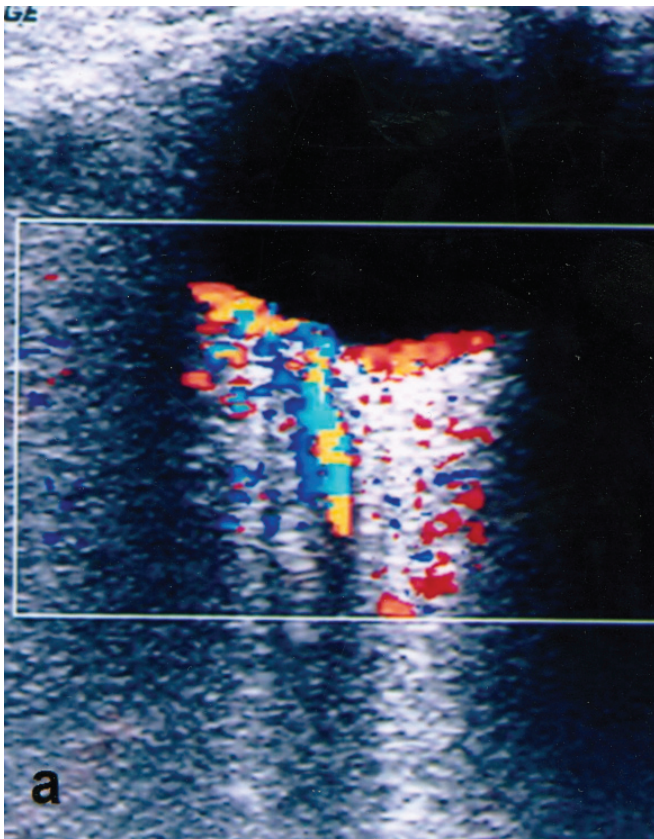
İlk başvuruda yapılan renkli Doppler ultrasonografide sol santral retinal arter ve veninin distal 5 mm'lik segmentinde akım izlenmiyor.
